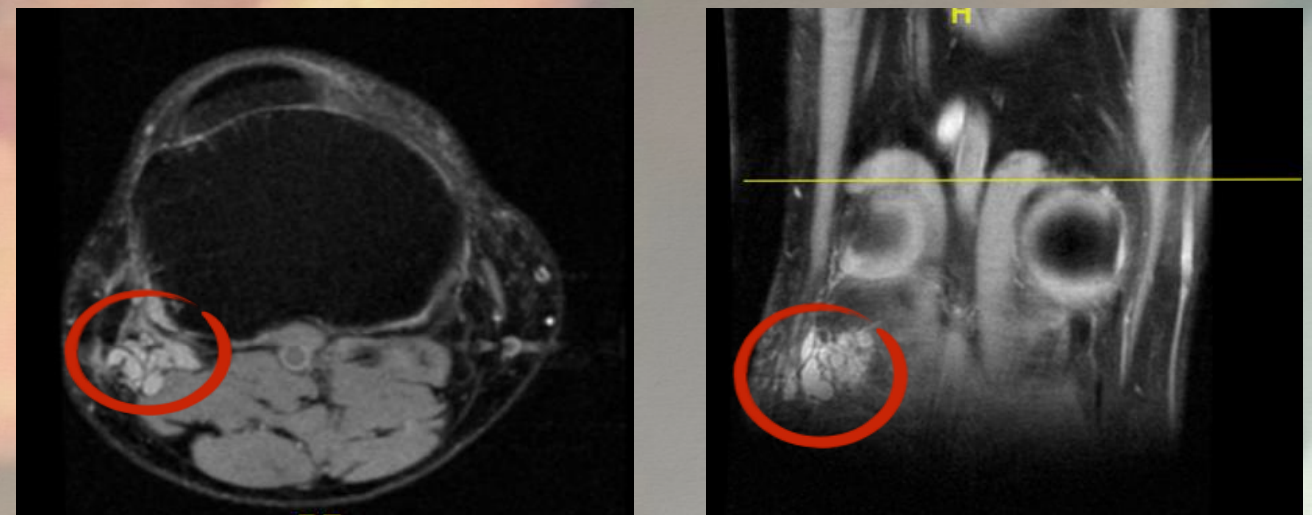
Corte coronal en secuencia T2 y T1 respectivamente de RM de rodilla, centrada en la cabeza del peroné donde se observa ganglión en relación con CPE
